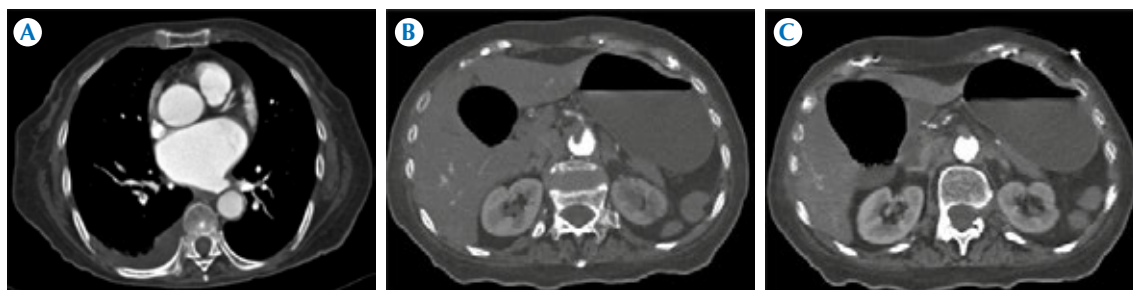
A) Caso número 9, mujer de 74 años, con síndrome doloroso abdominal agudo a la que se le realizó angiotomografía, imagen axial: defecto de llenado parcialmente obstructivo en una rama arterial pulmonar segmentaria derecha en relación a tromboembolia pulmonar aguda. B) Hallazgo primario de la isquemia mesentérica aguda caracterizado por defecto de llenado parcialmente obstructivo en el tronco celiaco. C) Hallazgo primario de la isquemia mesentérica aguda caracterizado por defecto de llenado obstructivo en la arteria mesentérica superior.
